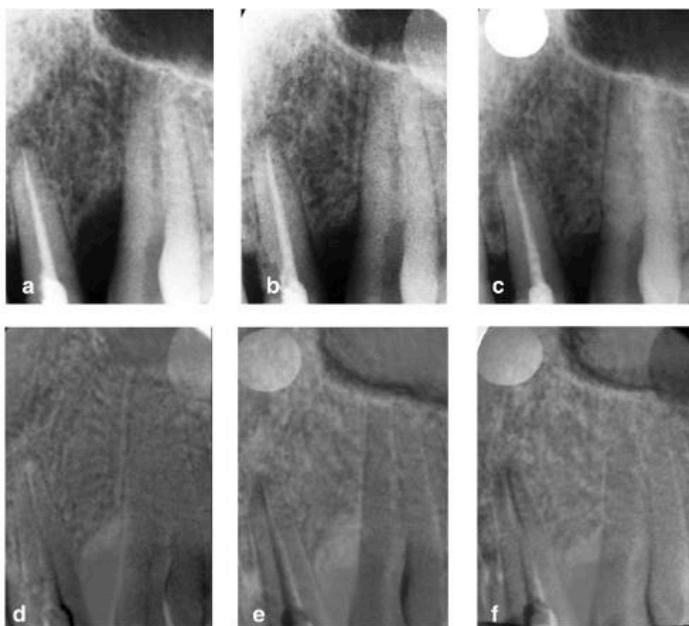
Imagen a: Radiografía inicial
